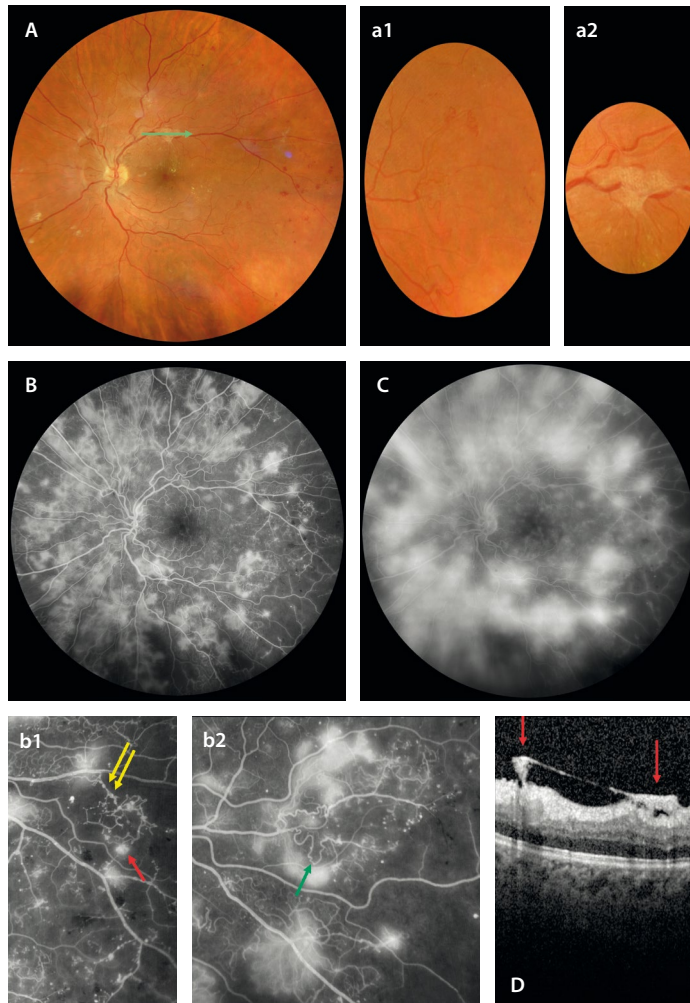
Retinopatía diabética proliferativa florida. A) Retinografía donde se pueden intuir neovasos prerretinianos, que en muchas ocasiones pasan desapercibidos. Pueden ser racimos sutiles con poco contraste (a1) o pueden buscarse en zonas de fibrosis (a2). B y C) Angiografía donde se observan muchos más neovasos hiperfluorescentes en tiempos precoces (B), con una gran fuga tardía (C). Con detalle se aprecian áreas de isquemia extensas con imágenes tipo «bulbo» que corresponden a anomalías microvasculares intrarretinianas (flechas amarillas, b1) y neovasos (flecha roja, b1). Asimismo, se observan cambios venosos con arroariamiento vascular y formación de *loops* (flecha verde, b2). D) En la tomografía de coherencia óptica, que corresponde a la flecha verde de la retinografía (A), se ven estructuras hiperreflectivas prerretinianas con tracción vítrea asociada correspondientes a neovasos (flechas rojas).
